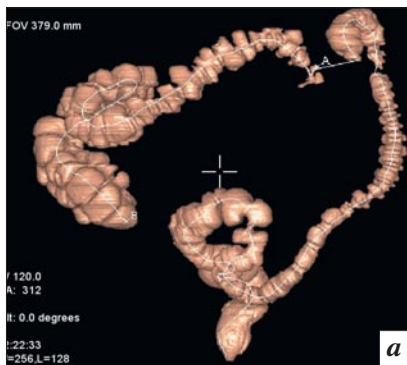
Пациент Б., 71 года: объемное образование (по данным морфологического исследования – аденокарцинома) селезеночного угла ободочной кишки размером 30×40 мм: а – ВКС, программа «слепка» кишки; б – МСКТ, аксиальный срез; в – программа эндоскопического окна; г – программа виртуальной диссекции.
